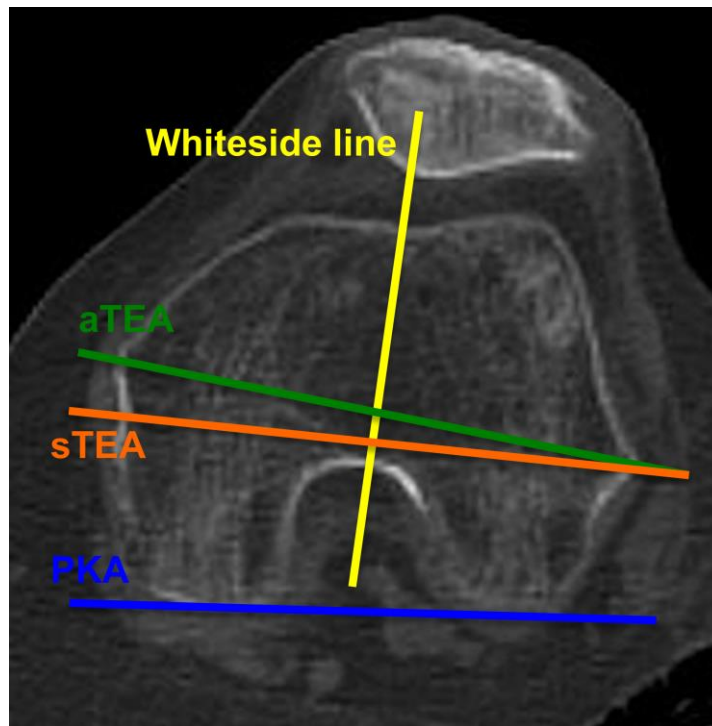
CT axial rechtes Kniegelenk. aTEA = anatomische transepikondyläre Achse, sTEA = chirurgische transepikondyläre Achse, PKA = posteriore Kondylenachse
